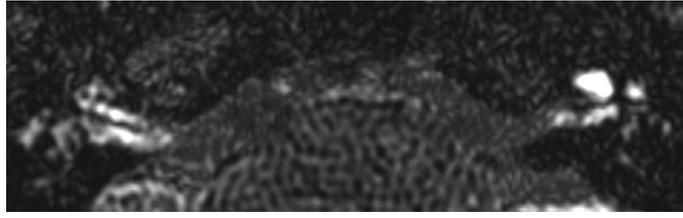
Объединенный вид ИП FLAIR и FIESTA, аксиальная плоскость, слева получено диффузное контрастирование улитки без дифференциации пери- и эндолимфатических пространств
